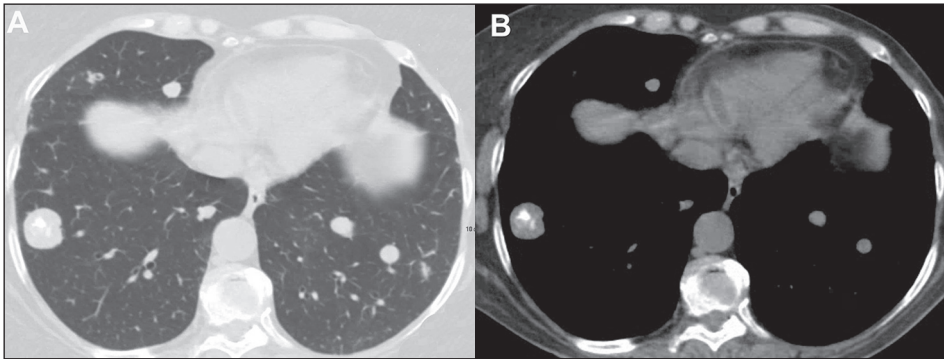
Metástases nodulares. Mulher, 72 anos, com osteossarcoma primário no fêmur. TC com cortes axiais com janelas para pulmão (A) e mediastino (B) mostram múltiplos nódulos de tamanhos variados em ambos os pulmões, o maior à direita e com focos internos de calcificação.
